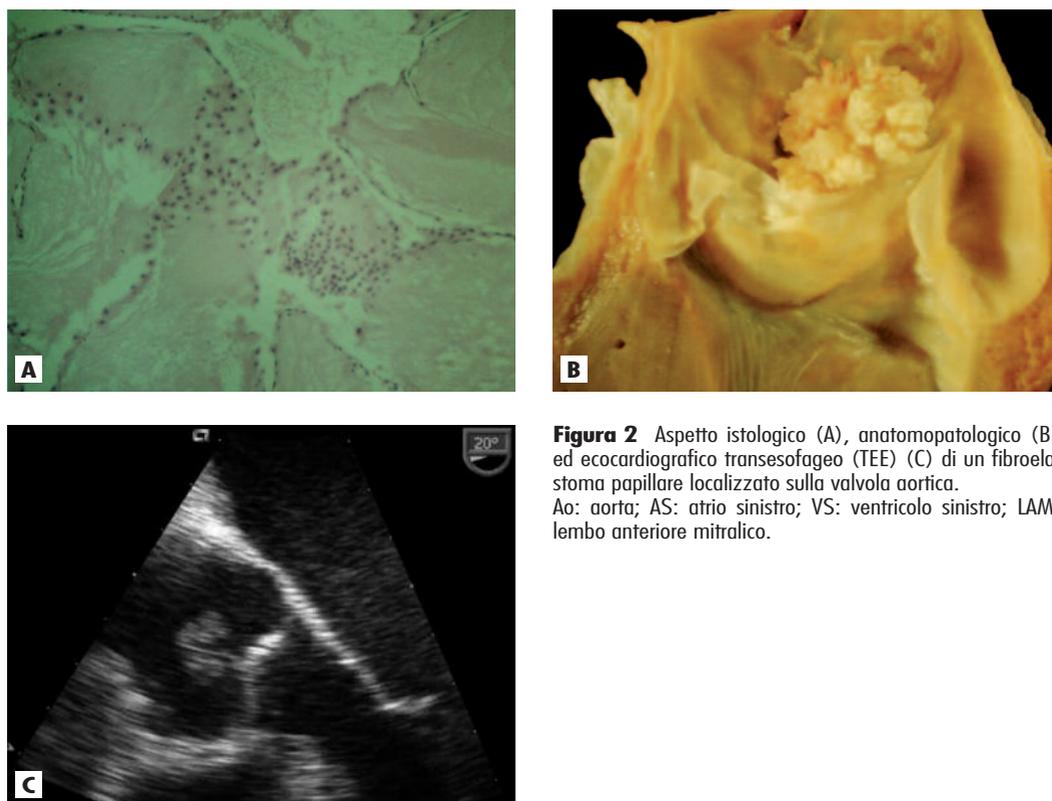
Aspetto istologico (A), anatomopatologico (B) ed ecocardiografico transesofageo (TEE) (C) di un fibroelastoma papillare localizzato sulla valvola aortica. Ao: aorta; AS: atrio sinistro; VS: ventricolo sinistro; LAM: lembo anteriore mitralico.
